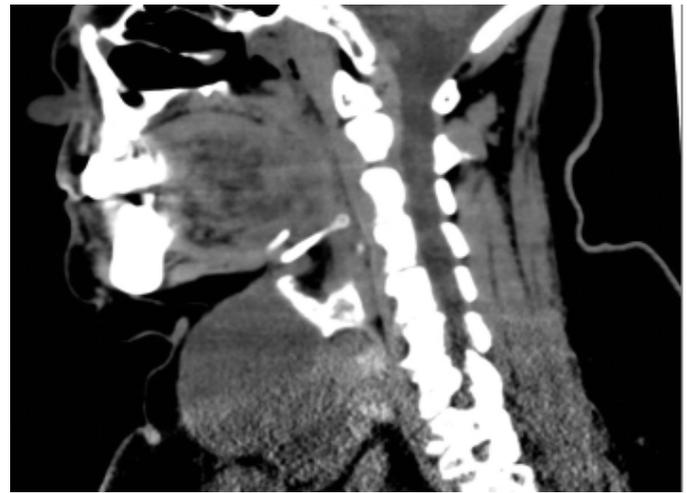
TC abdominal (A.P.). TC cervical (sagittal).
